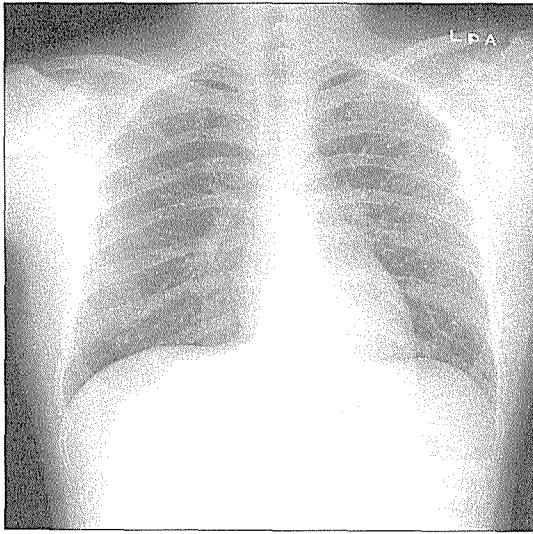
After a month of treatment with corticosteroid, the chest X-ray shows a resolution of interstitial infiltration with patchy consolidations.
